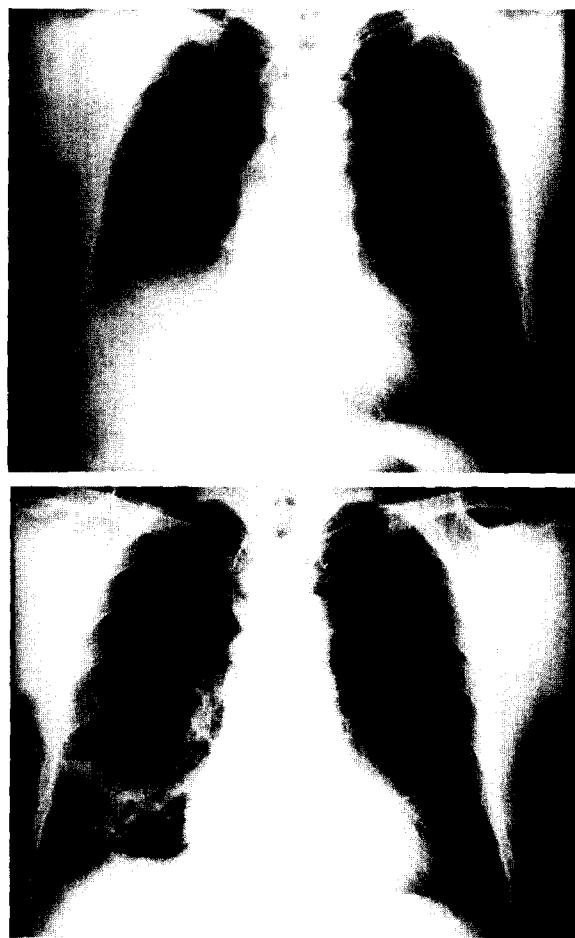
Chest radiograph showing atelectasis of the right lower lung (Upper) and patchy, nonsegmental infiltration of the right lower lung after expectoration of tissue-like material (Lower)
